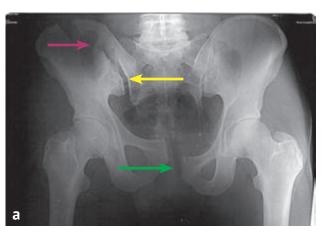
Рентгенограмма пациента A. с нестабильным переломом костей таза: a — до операции;  $\delta$  — после операции
